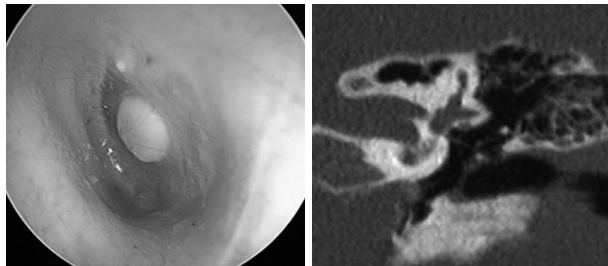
Ear drum and computerized tomography finding of a patient with left tympanic membrane congenital cholesteatoma.
